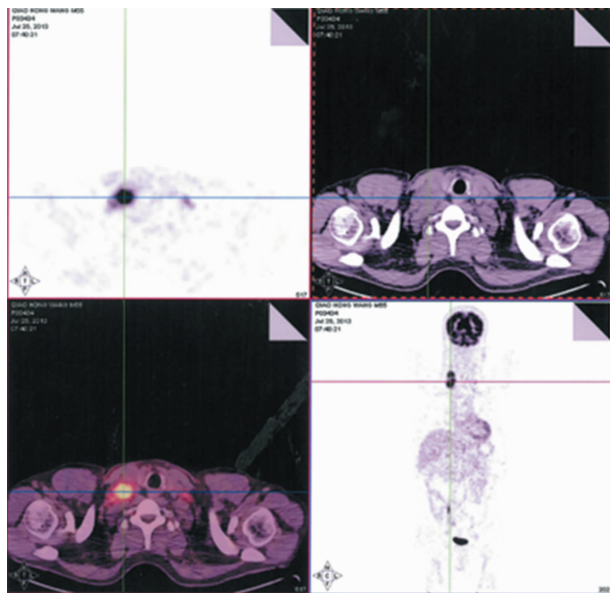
全身 PET-CT 见双侧下颈部(右侧为著)、右侧锁骨上窝、纵隔(1R 组)淋巴结增大伴代谢增高
